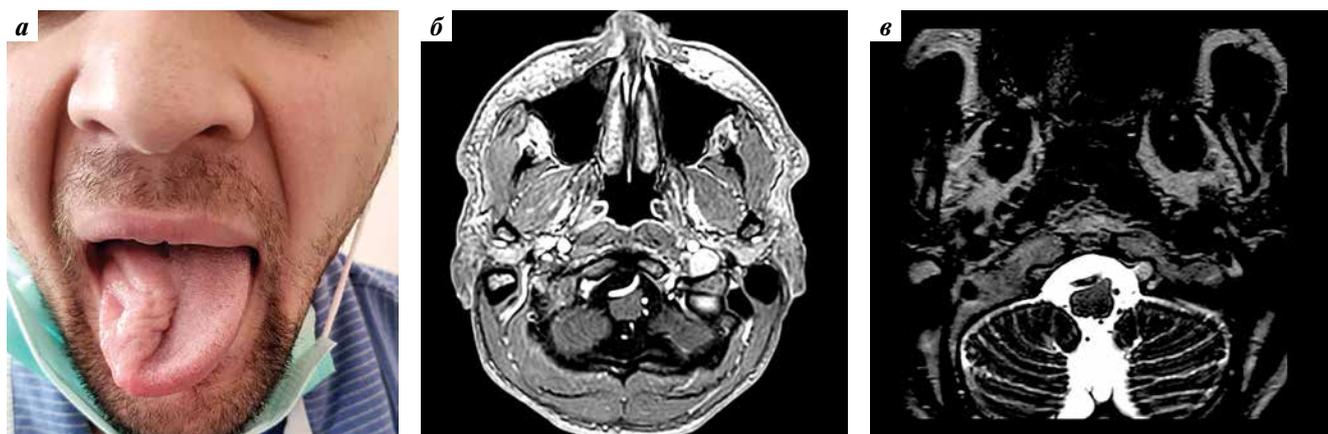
Фотография и магнитно-резонансные томограммы (МРТ) головного мозга пациента: а – фотография пациента, демонстрирующая гемиатрофию языка справа; б – МРТ в режиме T1W-3D; в – МРТ в режиме T2W-3D: визуализирован конфликт позвоночной артерии и ствола головного мозга
